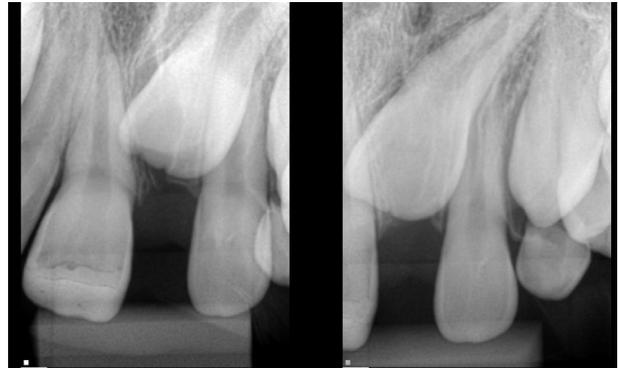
Radiografía periapical de la región del diente 11 a los 10 meses de seguimiento.
